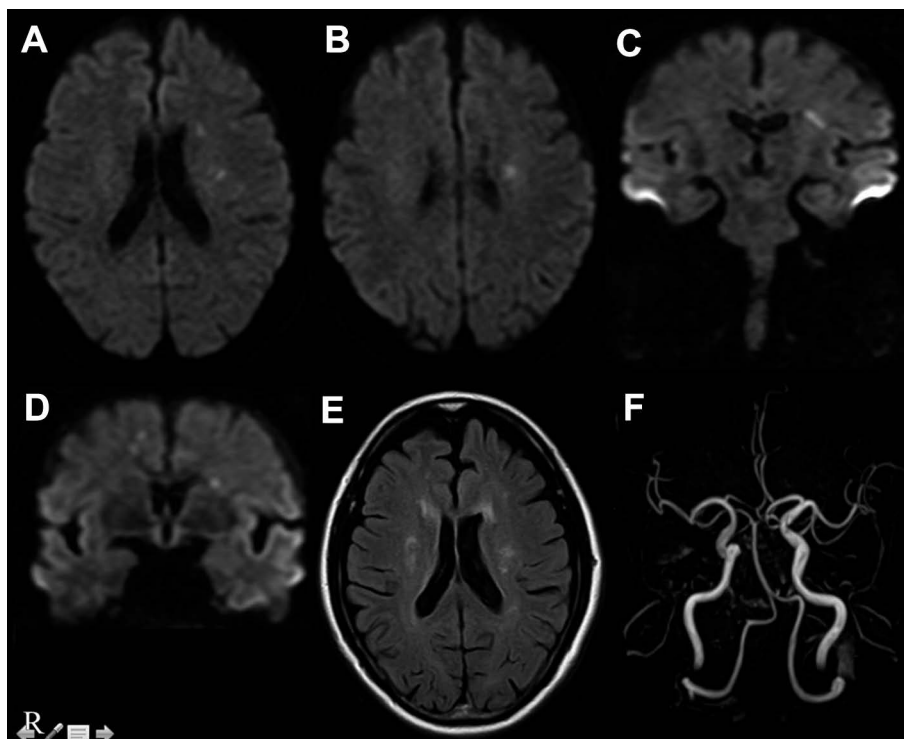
MRI on admission.
